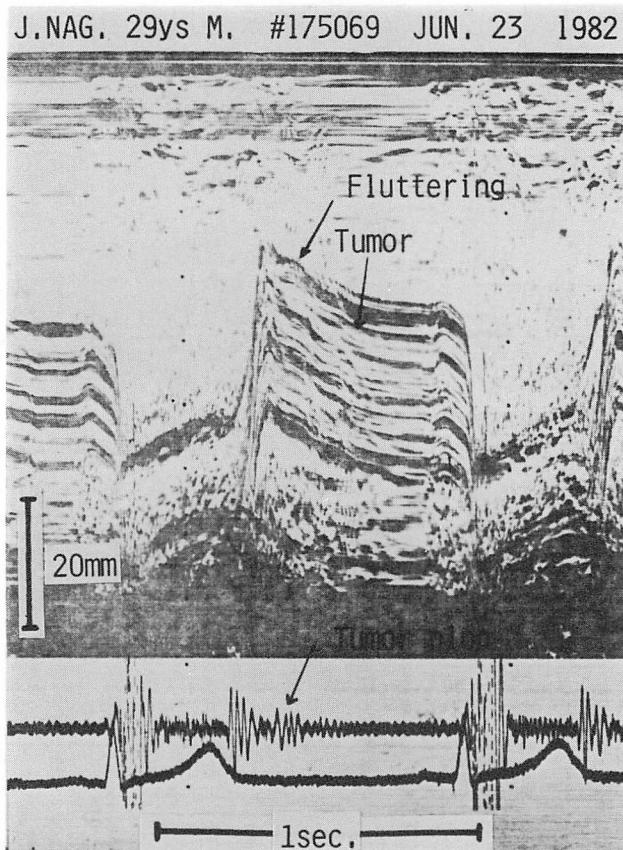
M-mode echocardiogram (Case 1).
